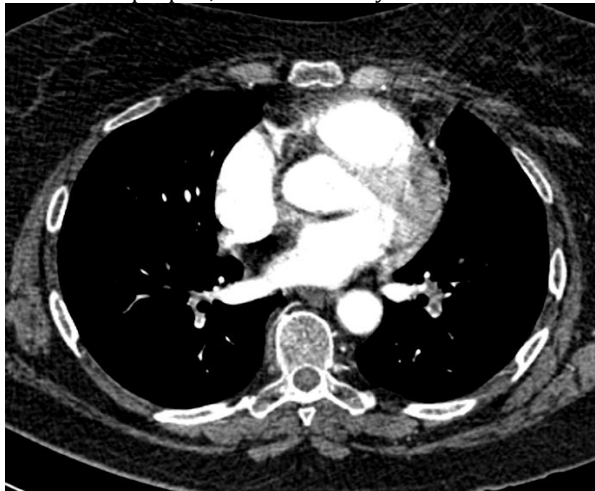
МСКТ ангиокардиопульмонография пациентки М., 1949 г., с прямыми признаками тромбоэмболии легочной артерии (тромбы в сегментарных артериях правой и левой легочной артерий в виде дефектов наполнения)
